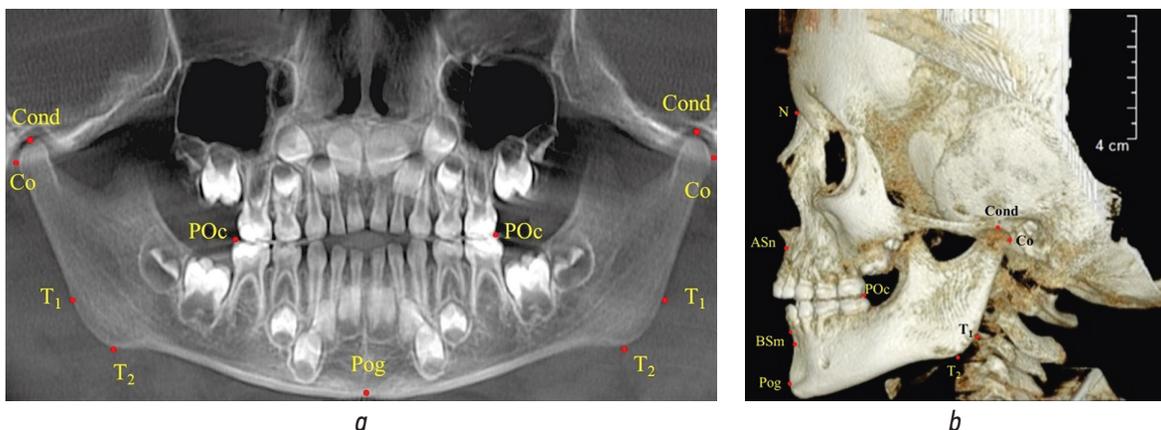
Расположение основных точек на ортопантограмме (а) и 3D-томограмме (b)
